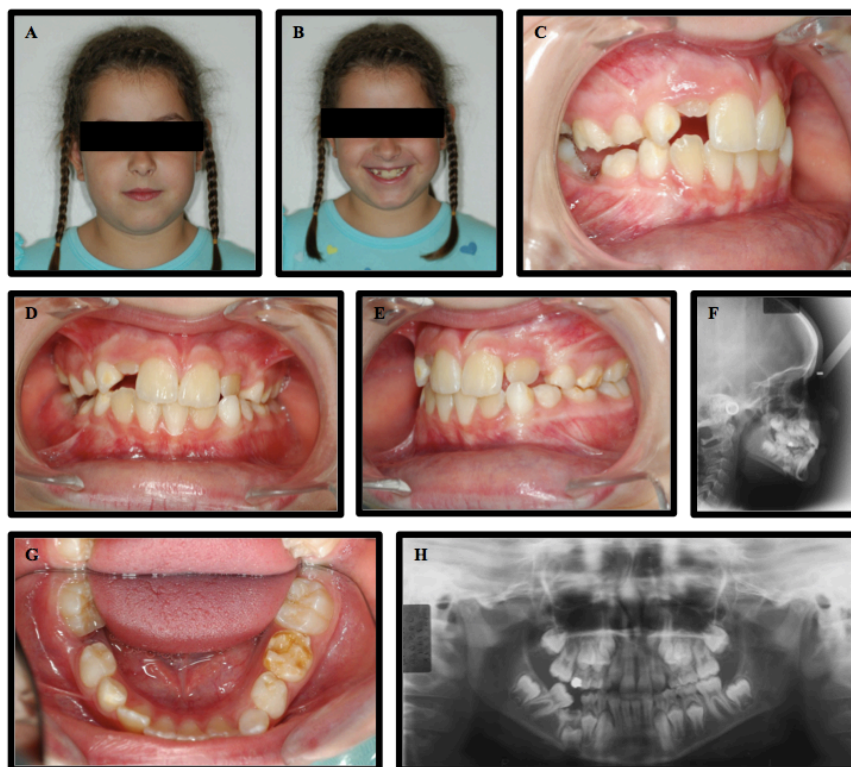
Fotografias extra-orais (A,B) e intra-orais (C,D,E,G), Telerradiografia de perfil (F) e Ortopantomografia (H) pré tratamento (Caso clínico cedido pelo Professor Doutor Jorge Dias Lopes).
